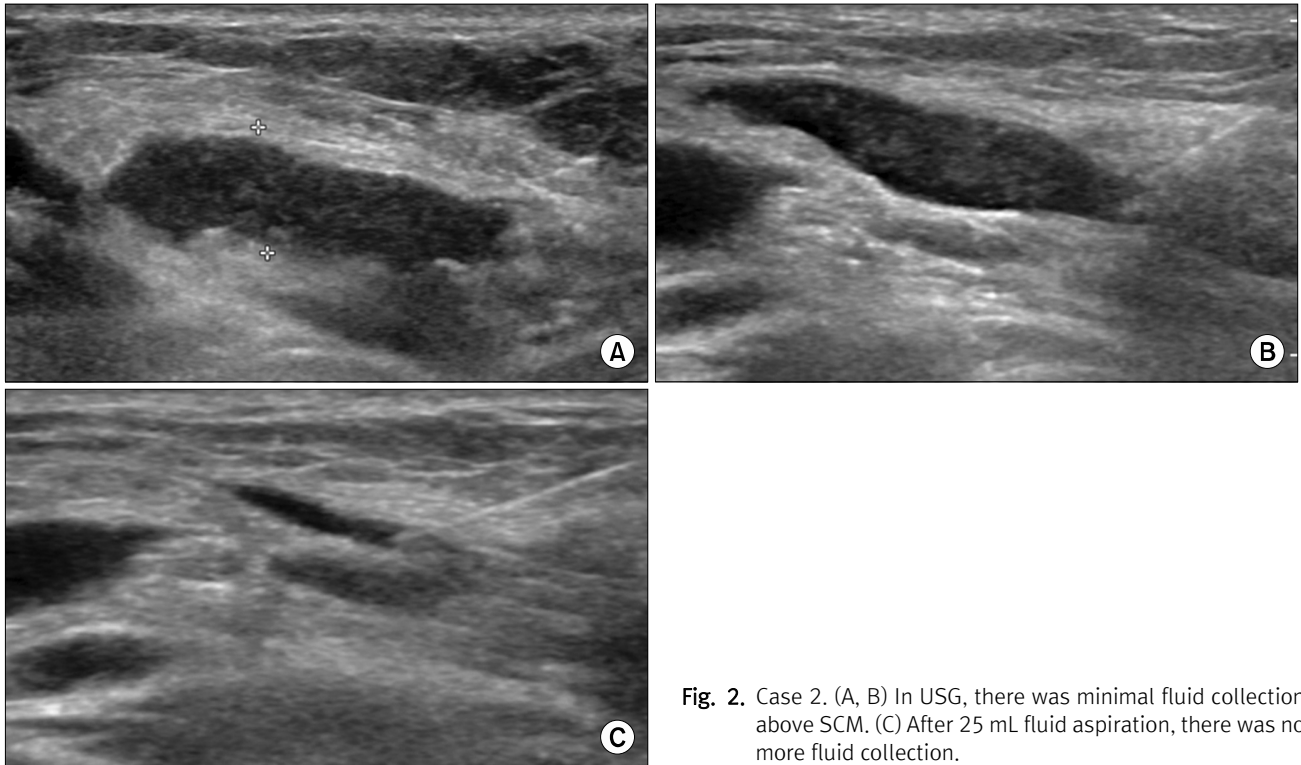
Case 2. (A, B) In USG, there was minimal fluid collection above SCM. (C) After 25 mL fluid aspiration, there was no more fluid collection.
